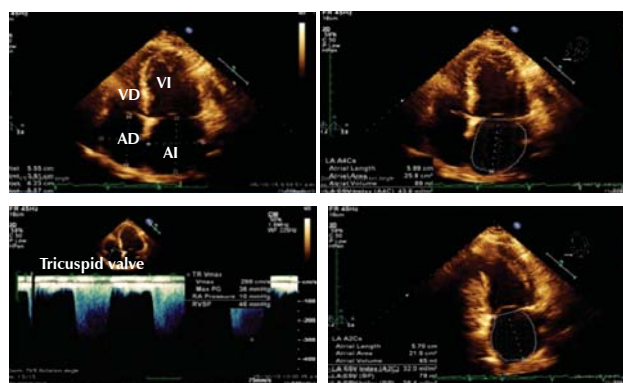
Ecocardiograma control.
